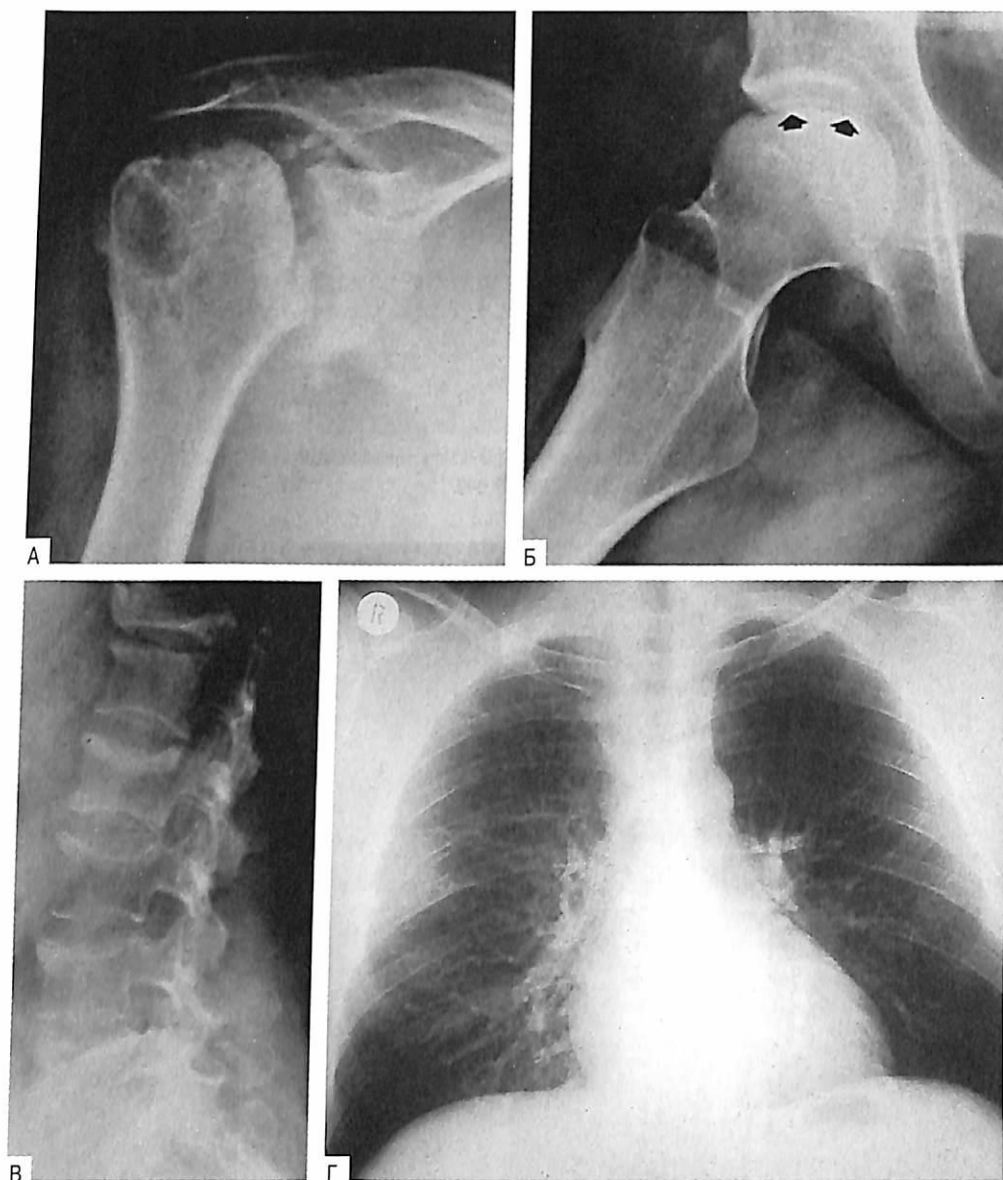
Патологические изменения костей при болезни Кушинга. А — асептический некроз головки правой плечевой кости у 43-летней женщины с болезнью Кушинга продолжительностью около 8 мес; Б — асептический некроз головки правой плечевой кости у 24-летней женщины с болезнью Кушинга продолжительностью 4,5 года. Стрелки показывают проникаемое для рентгеновских лучей субхондральное полулуние, которое лучше всего видно в этой боковой проекции; В — диффузный остеопороз, коллапс позвонков и субхондральный склероз у пациентки, чье плечо показано на рис. А; Г — перелом ребра у 38-летнего мужчины с болезнью Кушинга. [А-В из: Phillips K.A., Nance E.P. Jr., Rodriguez R.M. et al. Avascular necrosis of bone: a manifestation of Cushing's disease. Воспроизведено из: the Southern Medical Journal. — 1986. — N 79. — P. 825-829.]
